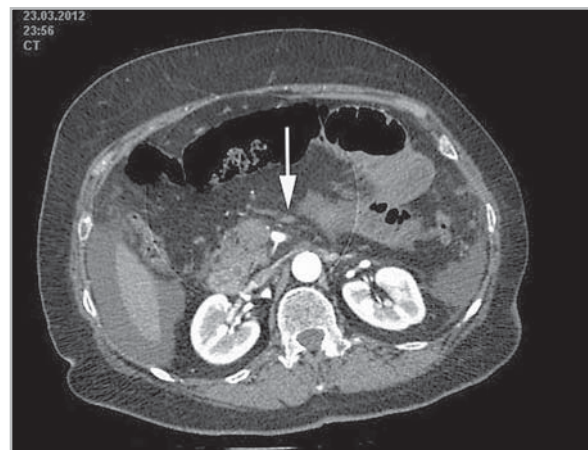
На компьютерной томограмме (артериальная фаза) виден тромб в верхнебрыжеечной артерии, пневматоз тонкой кишки, инфильтрация стенки тонкой кишки, асцит — тромбоз верхнебрыжеечной артерии
